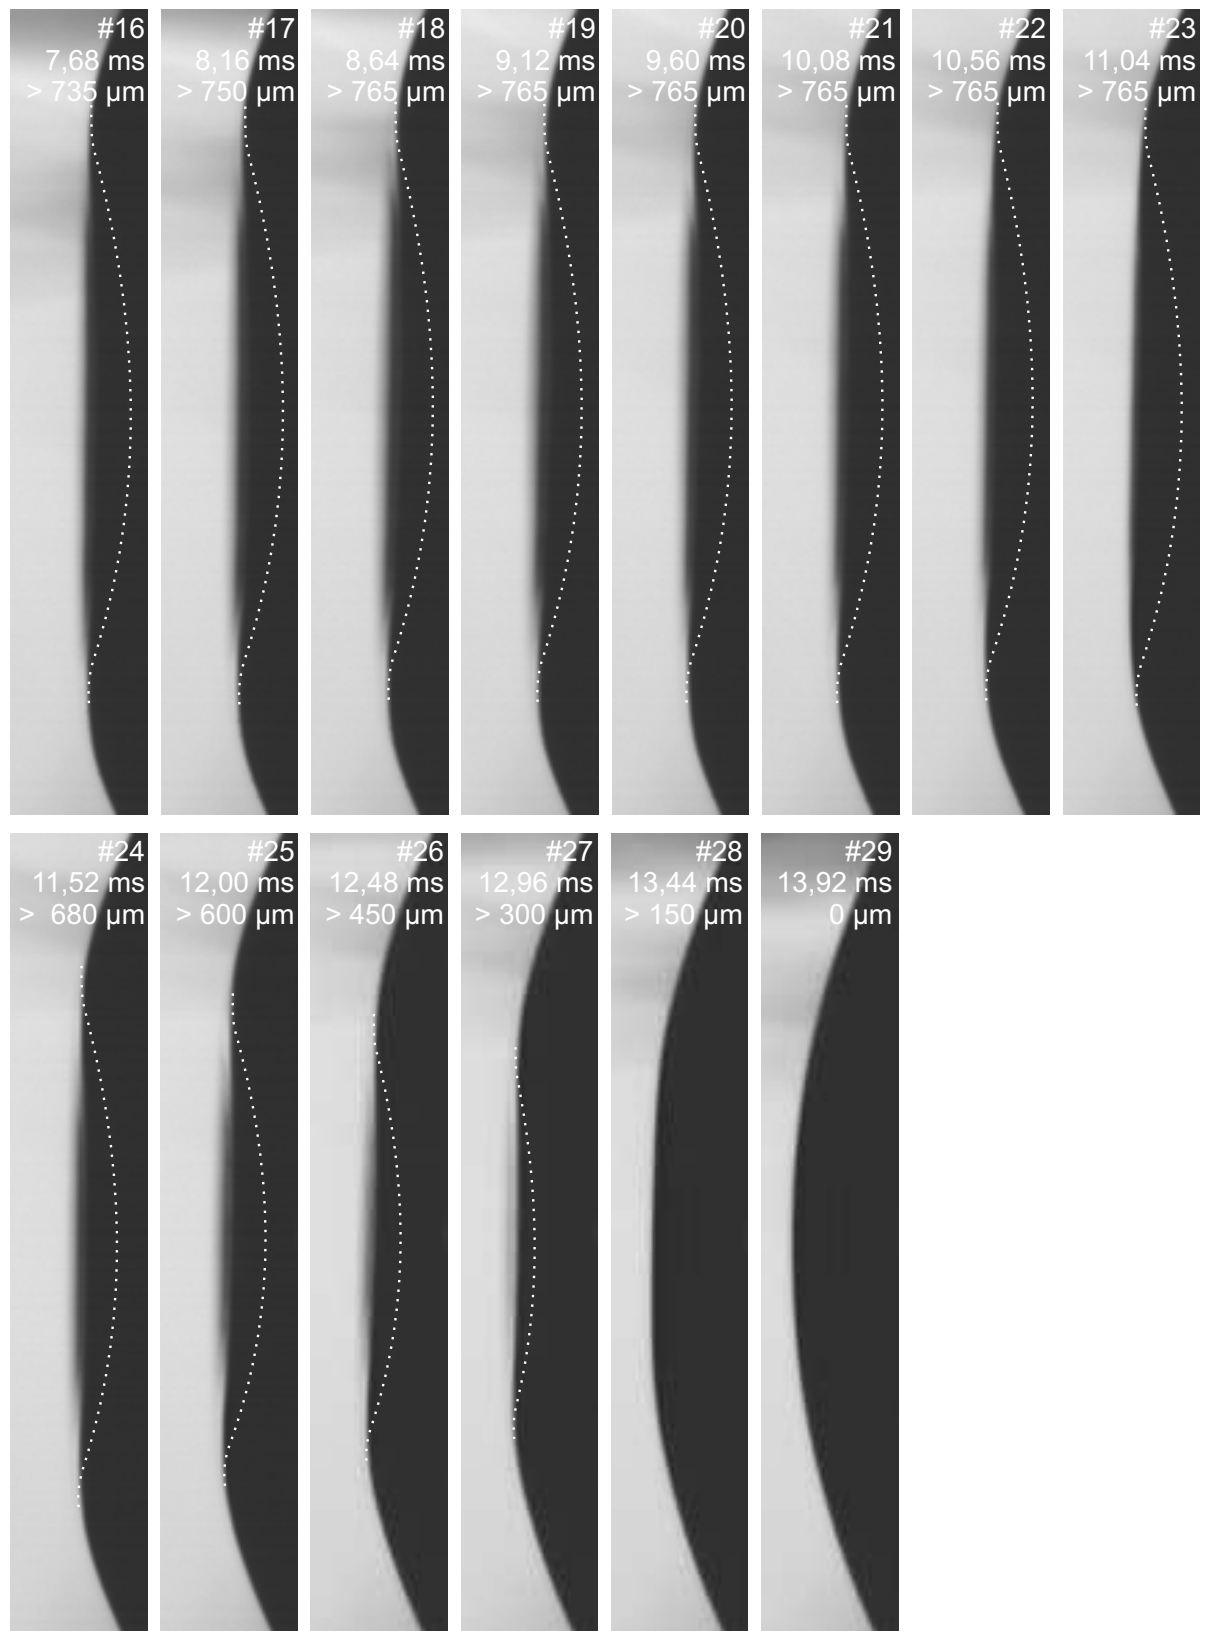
Hochgeschwindigkeitsaufnahmen der Hornhautverformung während der Tonometrie mit dem Tisch-LAT Topcon CT-10 (7,68-13,92 ms).
